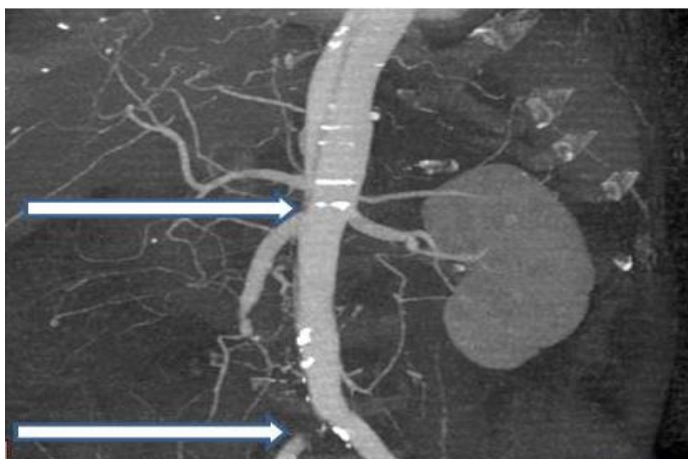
Обзорная компьютерная томография брюшной полости в прямой проекции. На снимке представлены окклюзии правых общей подвздошной и почечных артерий с отсутствием перфузии почки (отмечены стрелкой).
